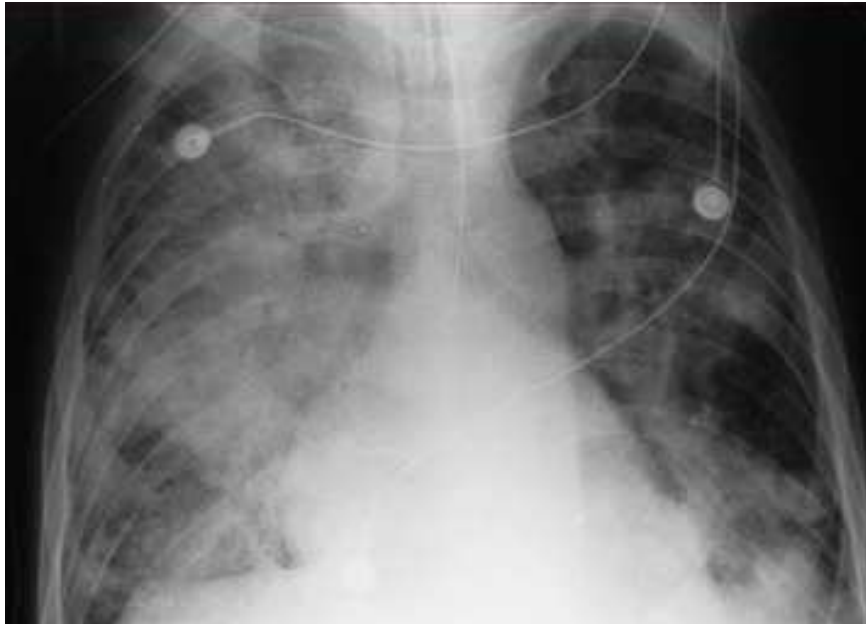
Radiografía de tórax de un paciente con SDRA.
